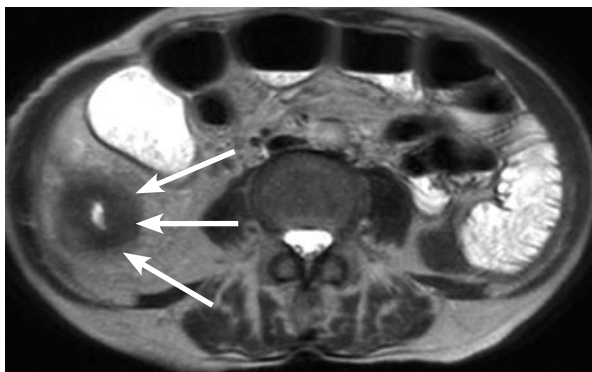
Магнито-резонансная томограмма. Стрелками указано циркулярное сужение просвета восходящей ободочной кишки до 5 мм, циркулярное утолщение стенки до 10 мм, уплотнение окружающей клетчатки.
